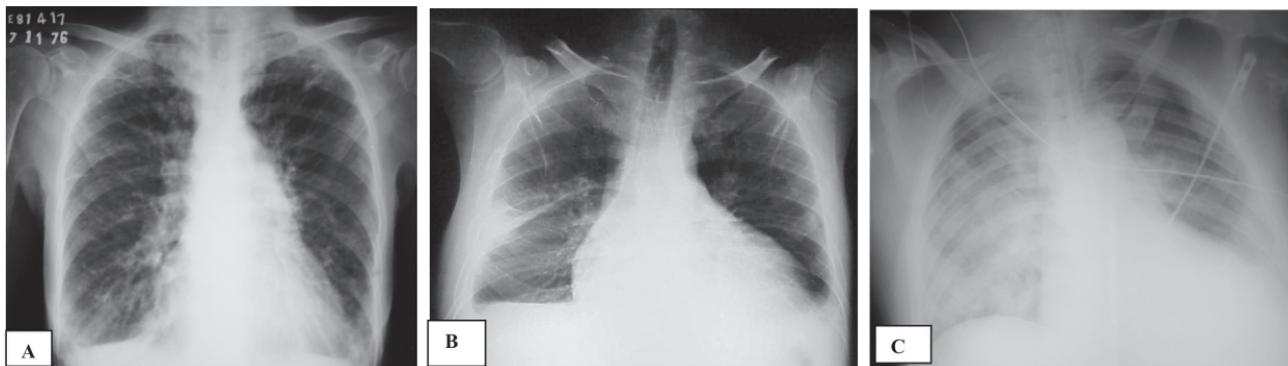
Radiografia de tórax em AP mostrando em A acentuação da trama vascular em ápices e até a periferia. É possível ver também um aumento do tronco da artéria pulmonar. Em B é possível a visualização não apenas da alteração vascular, mas também o aumento da área cardíaca e um derrame cistural à direita. E em C caso mais grave de congestão pulmonar com acometimento alveolar.
